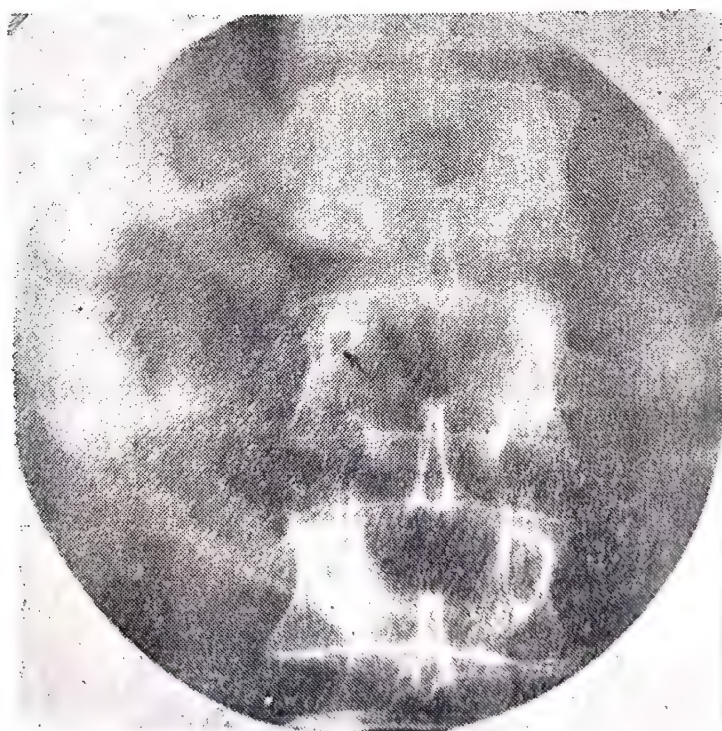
41. — Radiografia coloanei lombare superioare. Se vede atrofia jumătății inferioare a pediculului vertebral L_2 într-un caz de neurinom (↑).
